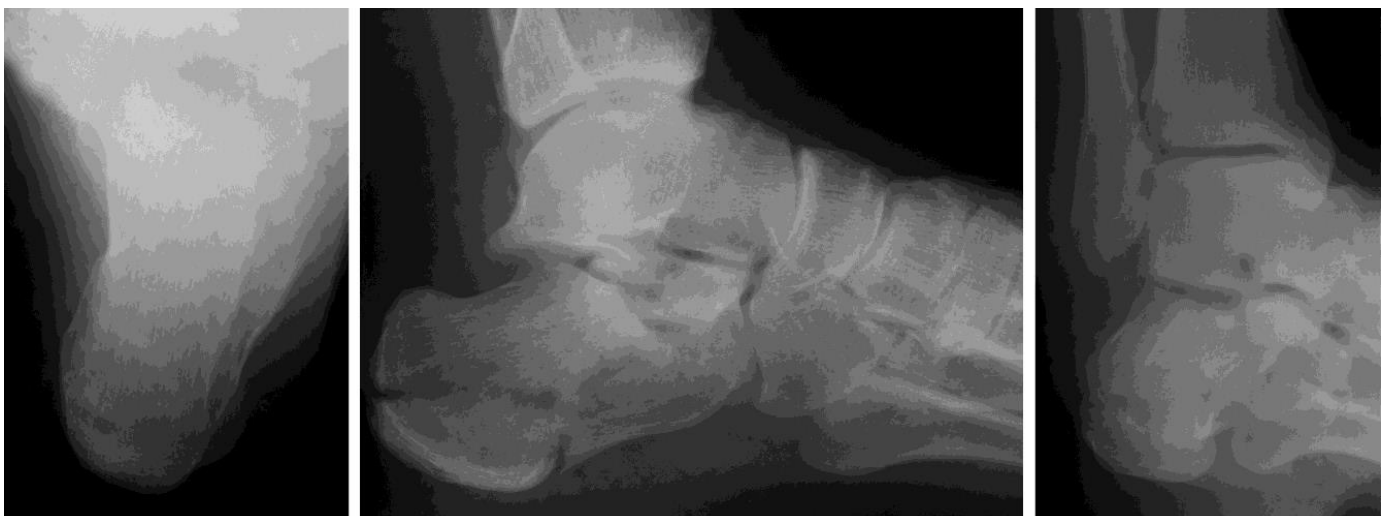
Фотовідбитки рентгенограм язикоподібного перелому п'яткової кістки в аксіальній (а), боковій (б) та проекції Broden's (в)
